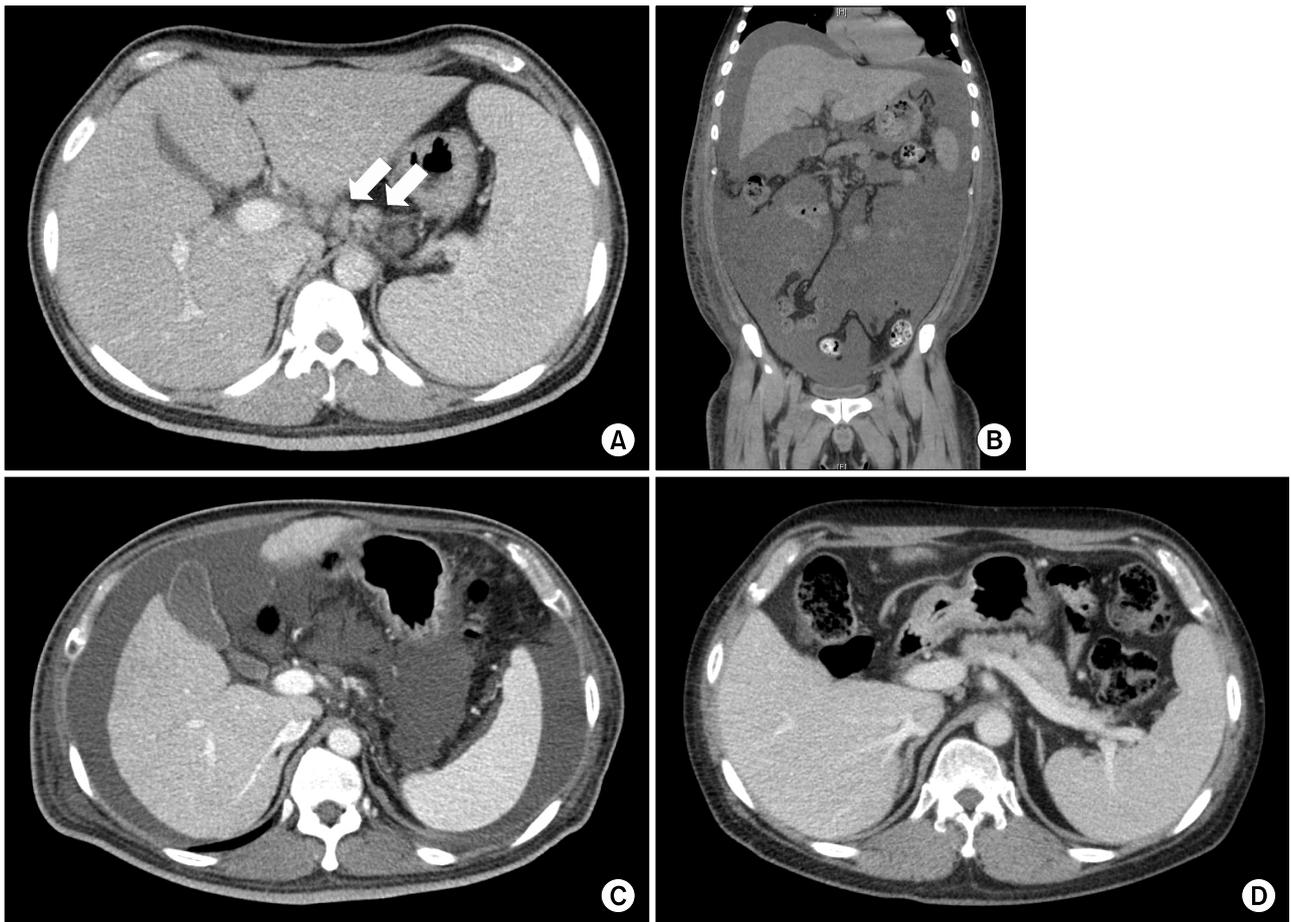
(A) Abdominal pelvic CT image shows hepatosplenomegaly and multiple enlarged lymph nodes at the hepatoduodenal ligament (white arrows). (B) Coronal CT image shows newly developed large amount of ascites. (C) CT image shows newly appeared surface nodularity of the liver, suggesting diffuse liver disease and nearly complete resolution of hepatosplenomegaly and lymphadenopathy. (D) CT image shows complete improvement of large amount of ascites and no interval change of hepatosplenomegaly after one-year of the treatment.
